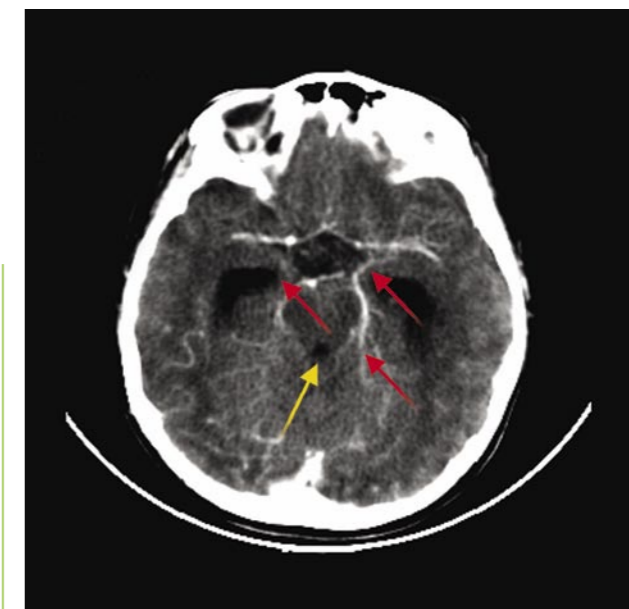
Tomografía axial computarizada de cráneo con medio de contraste del mismo paciente.
